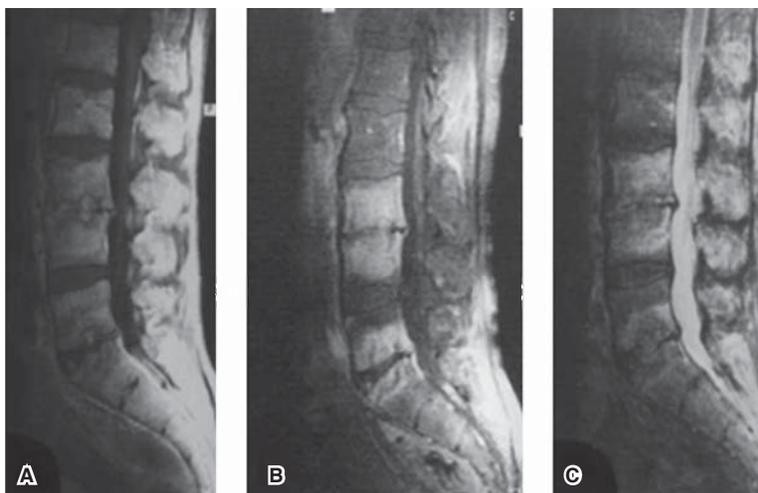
Imagen de resonancia magnética. A) Lesión incompleta heterogénea en los cuerpos vertebrales L3, L4, L5 y S1 con disminución del disco intervertebral. B) Disminución disco intervertebral con afección mitad de cuerpos vertebrales de L4, L5. C) Lesión placa terminal de L5 y superior de S1.
